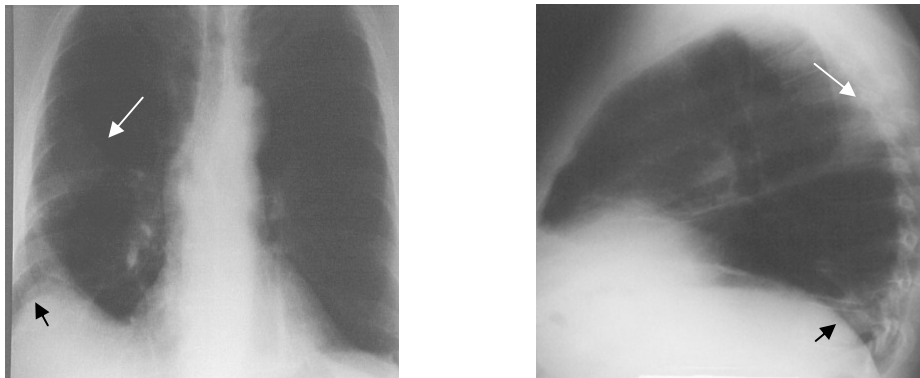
Las radiografías muestran un pequeño infiltrado periférico en el L.I.D. (flecha negra), con elevación del hemidiafragma y pinzamiento del fondo de saco costofrénico, y otro en el segmento posterior del L.S.D. (flecha blanca), de aspecto triangular
